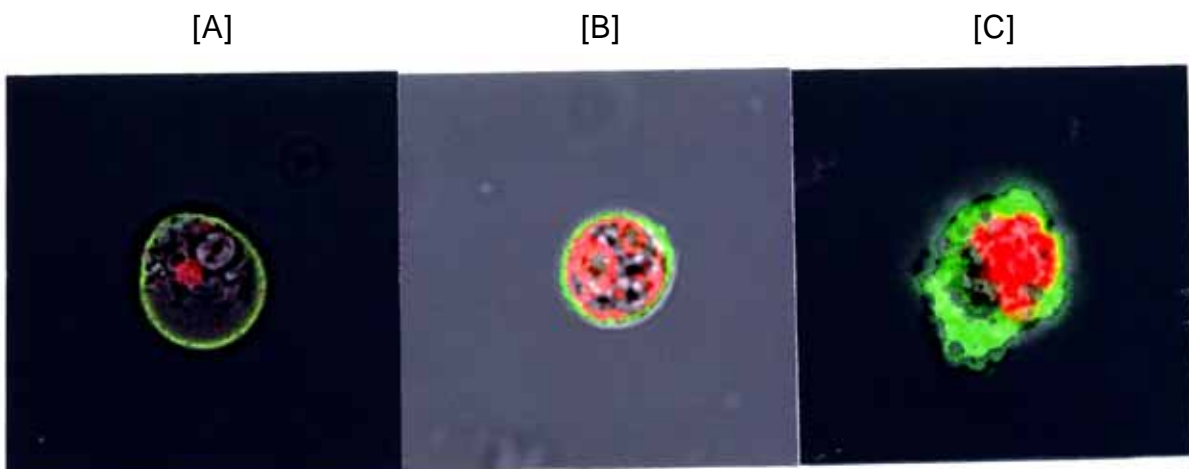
ヒト悪性黒色腫由来培養細胞(HMF)に対する未照射[A]、X線照射(10Gy)[B]、陽子線照射(10Gy)[C]群の典型的レーザー顕微鏡写真像(X600)
